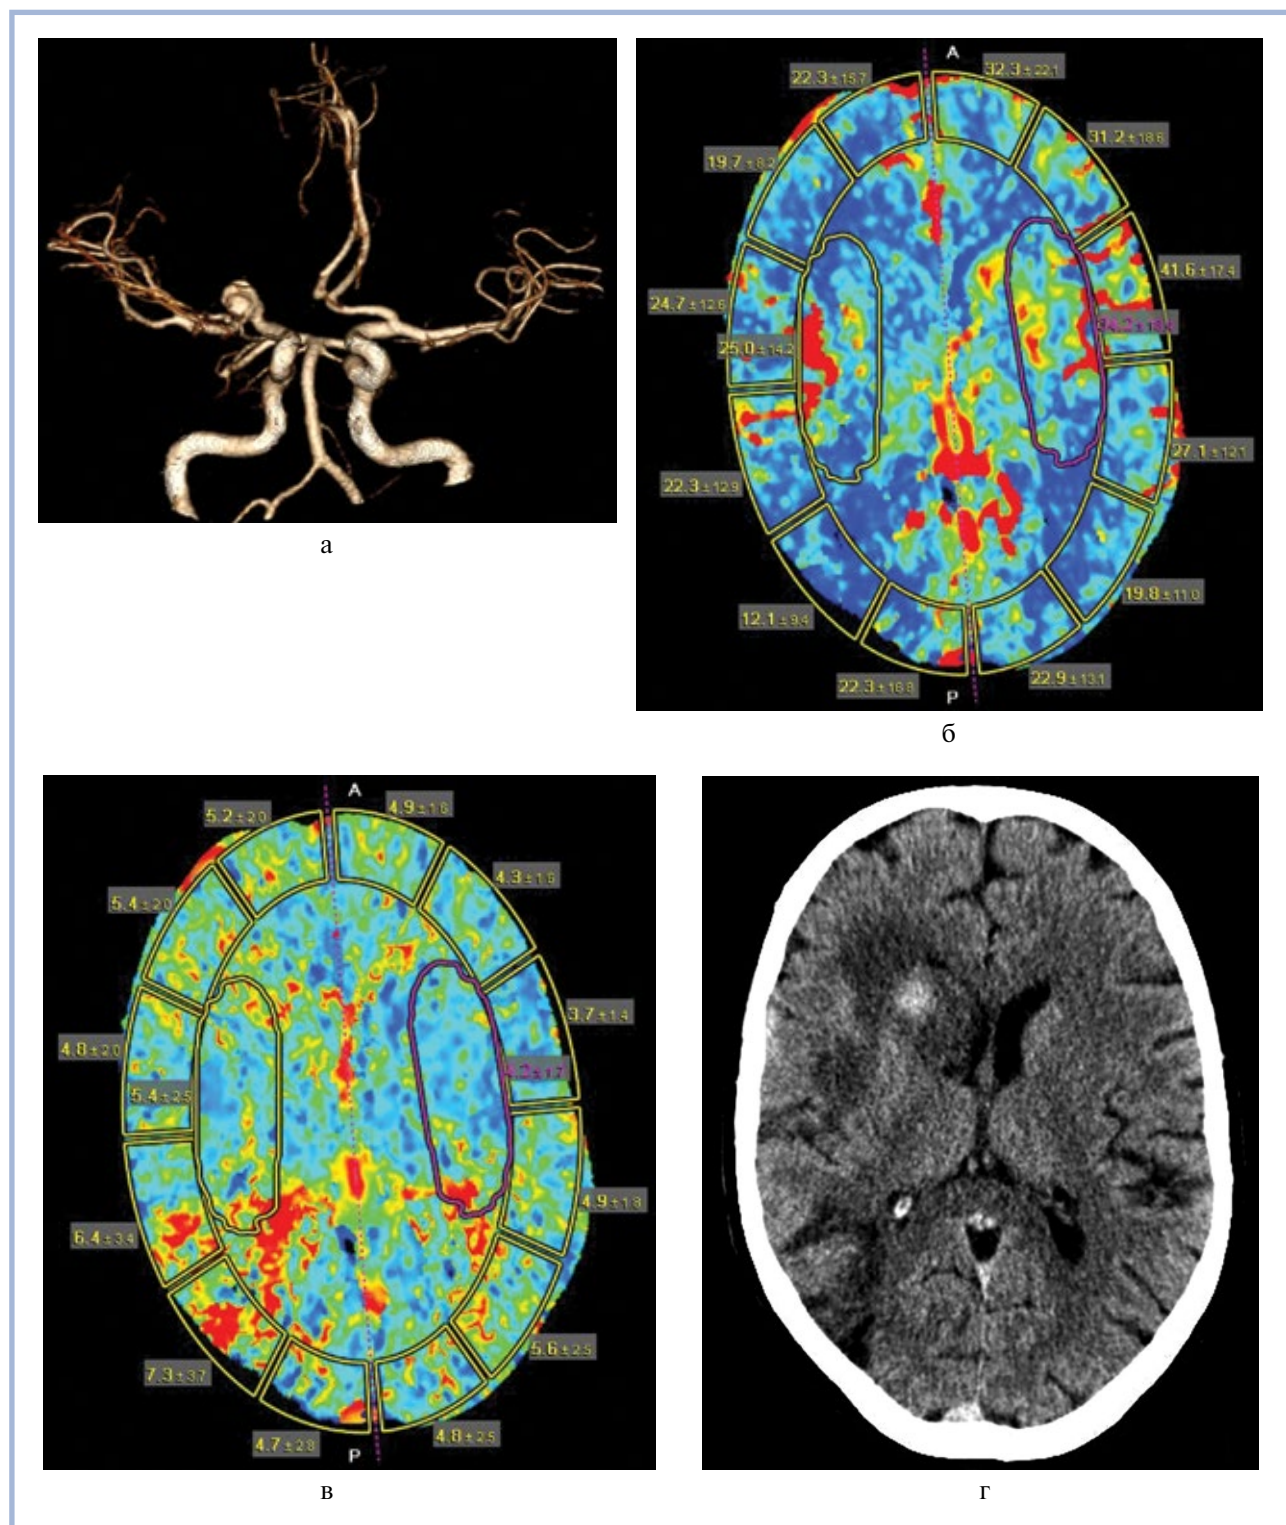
Больной К. Результаты перфузионной КТ при обследовании до операции.
